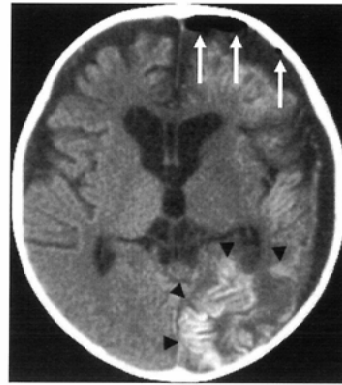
CT obtained at two weeks after admission shows pneumocephalus following operation in the left frontal region (arrows). Left cerebral hemisphere and right frontal lobe show mild to moderate atrophy. Diffuse gyral high density is observed in the left cerebral hemisphere (arrowheads).
